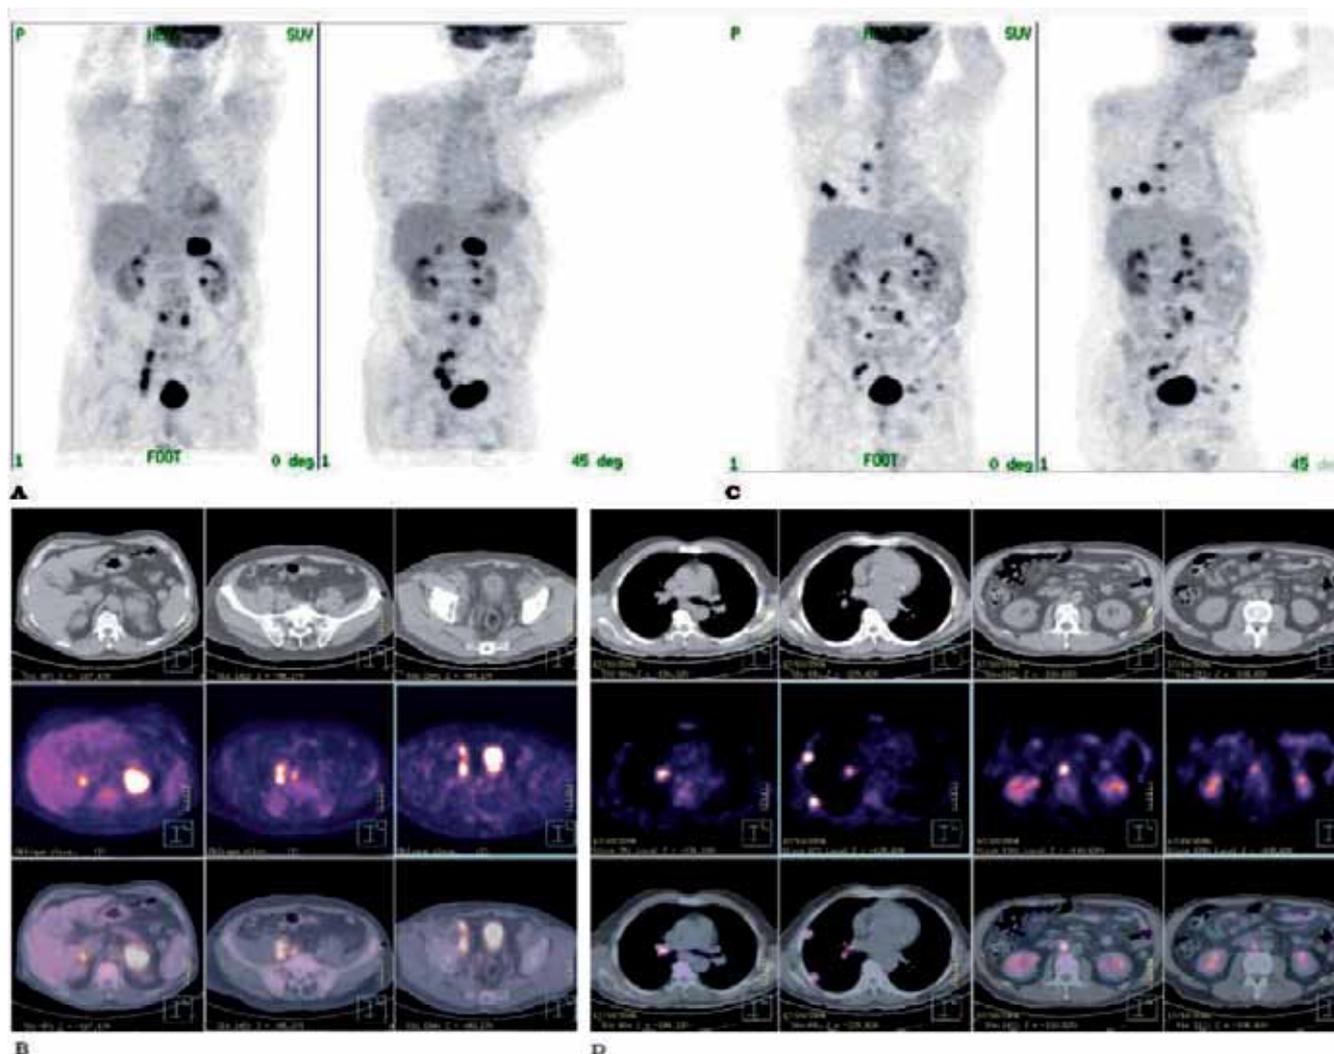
Paciente de 64 años con carcinoma de vejiga hace 4 años tratado con cirugía y quimioterapia. En revisión presenta linfedema de MID la PET-TAC detecta múltiples lesiones malignas abdominopelvicas A, B. Tras tres meses de quimioterapia y tras una TAC sin hallazgos patológicos se realiza una PET- TAC, donde se observa la persistencia de las lesiones malignas y la aparición de nuevas lesiones torácicas u retroperitoneales CY D, que sugerían progresión de la enfermedad.
